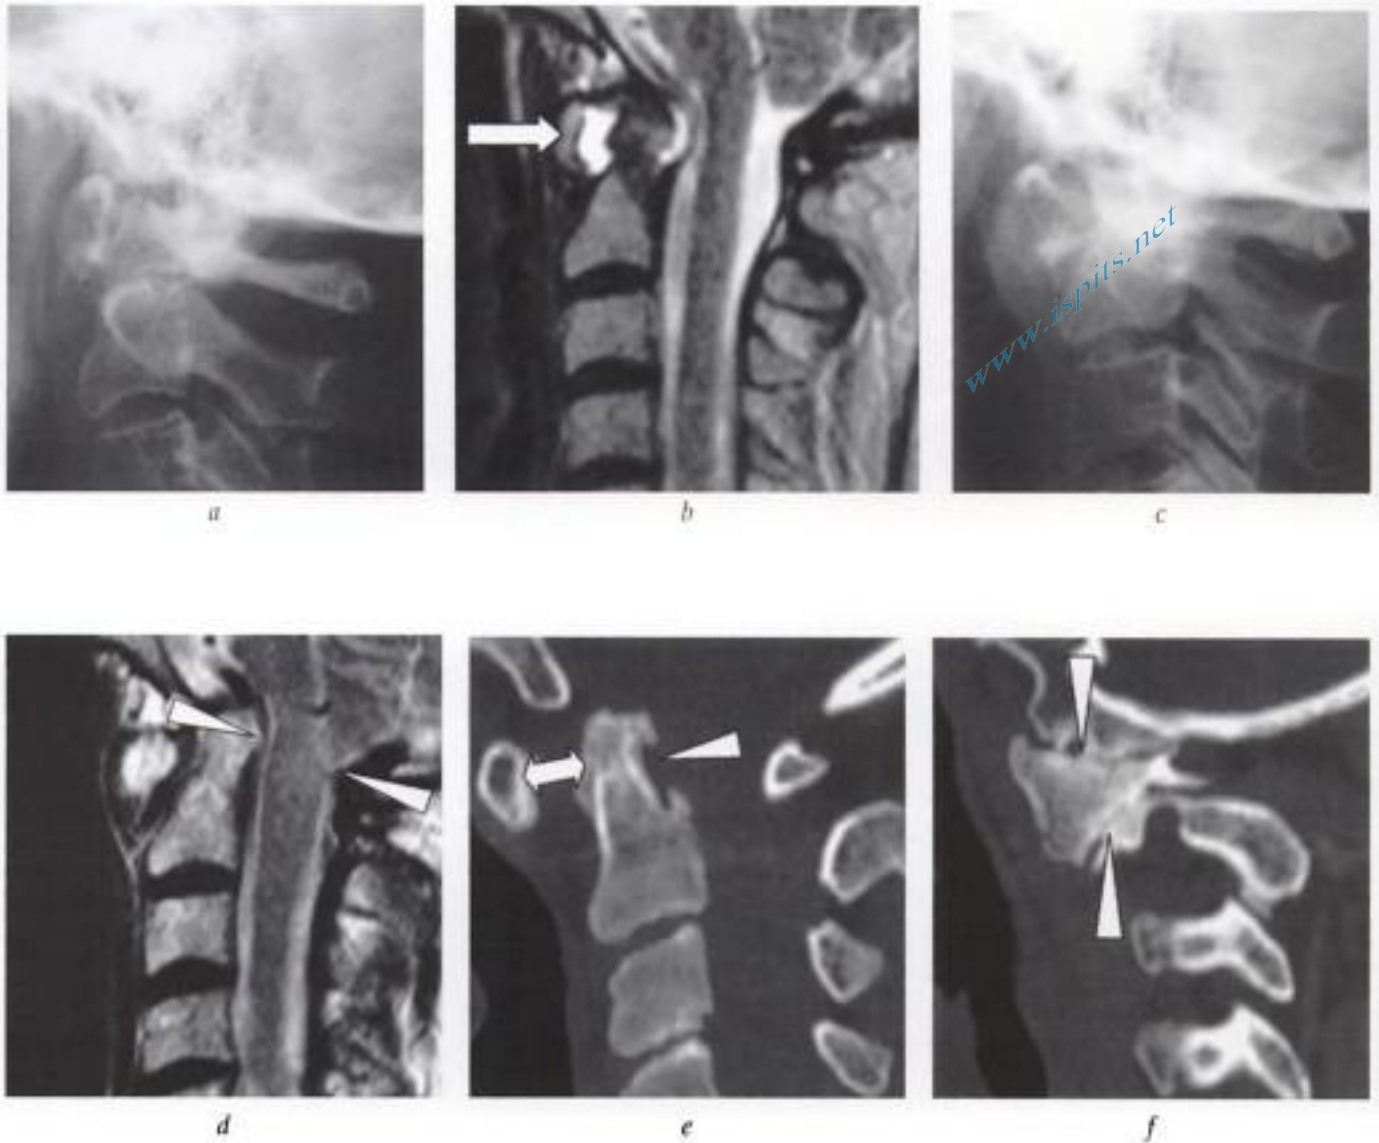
Instabilité antéro-postérieure et verticale de la charnière cervico-occipitale dans la polyarthrite rhumatoïde. Bilan a) radiographique et b) IRM (coupe sagittale T2) initial : discret diastasis C1-C2 avec présence d'un pannus inflammatoire autour de l'odontoïde (flèche en b). Suivi c) radiographique et d) IRM à 5 ans : empilement de C1 sur C2 avec impression basilaire et nette compression de la jonction bulbo-médullaire par rapport aux clichés initiaux (têtes de flèches en d). Explication par la TDM en coupes sagittales reformattées e) médiane et f) par les massifs articulaires : atteinte de l'odontoïde par des érosions (tête de flèche en e) et diastasis C1-C2 (flèche en e); atteinte destructrice des masses latérale C0-C1-C2 (têtes de flèches en f).
